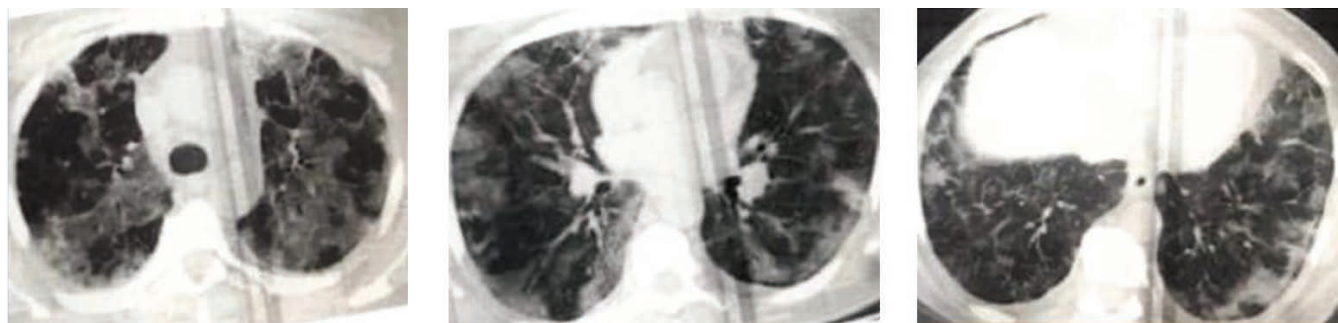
КТ органов грудной клетки у пациентки 69 лет с ремиссией ГПА через 90 дней после начала COVID-19
